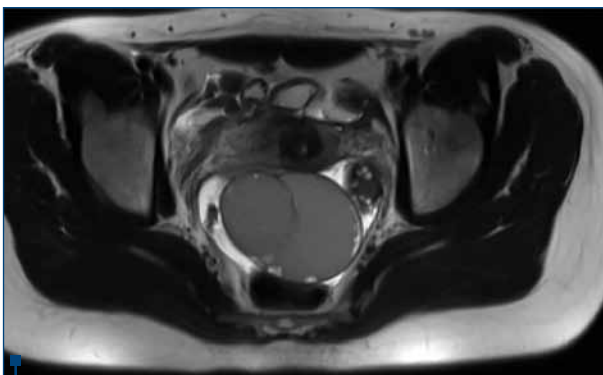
Aspect RMN al chistului ovarian
